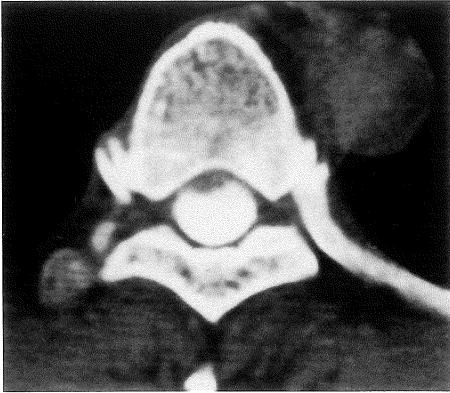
(Case 1 ; myelo CT)
